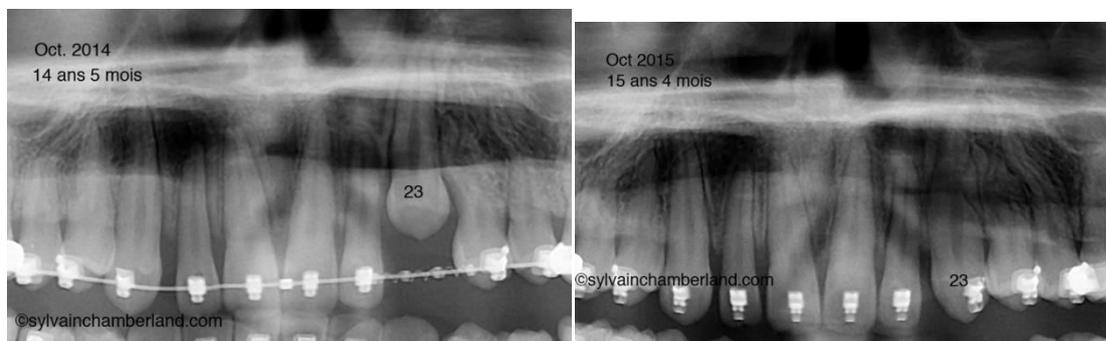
La radiographie de suivi à 10 mois démontre une évolution favorable de la canine. La canine a fait son éruption sans avoir eu besoin d'une exposition chirurgicale et de traction orthodontique.
